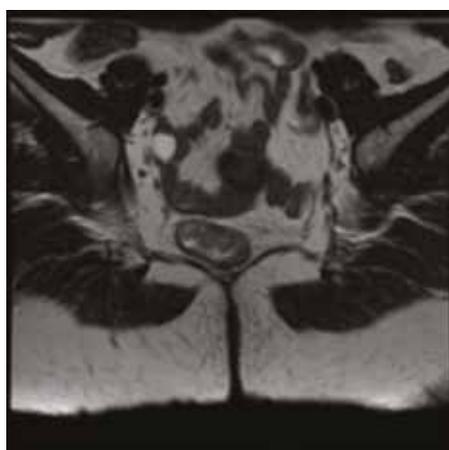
МРТ-картина опухоли прямой кишки до проведения пролонгированной лучевой терапии
